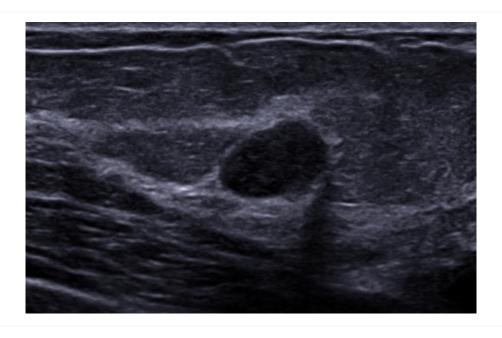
Ultrassonografia de um fibroadenoma; ao contrário do cisto mamário, são observados alguns ecos internos
